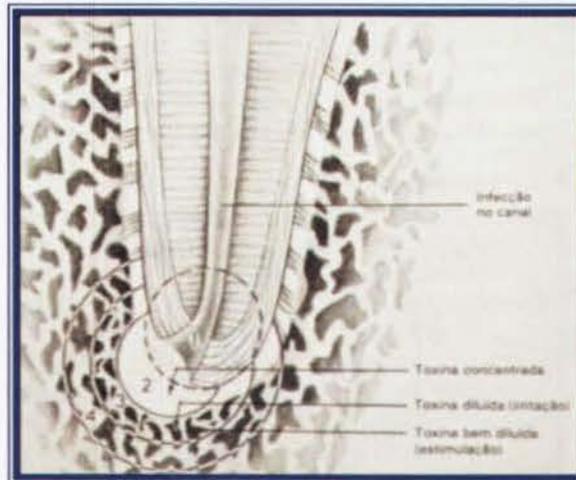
Acción de las toxinas en la formación de la lesión periapical
